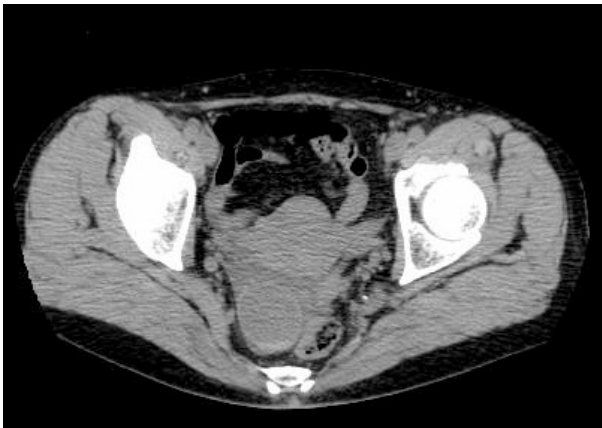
CT ダグラス窩に 38m の嚢腫を認める
